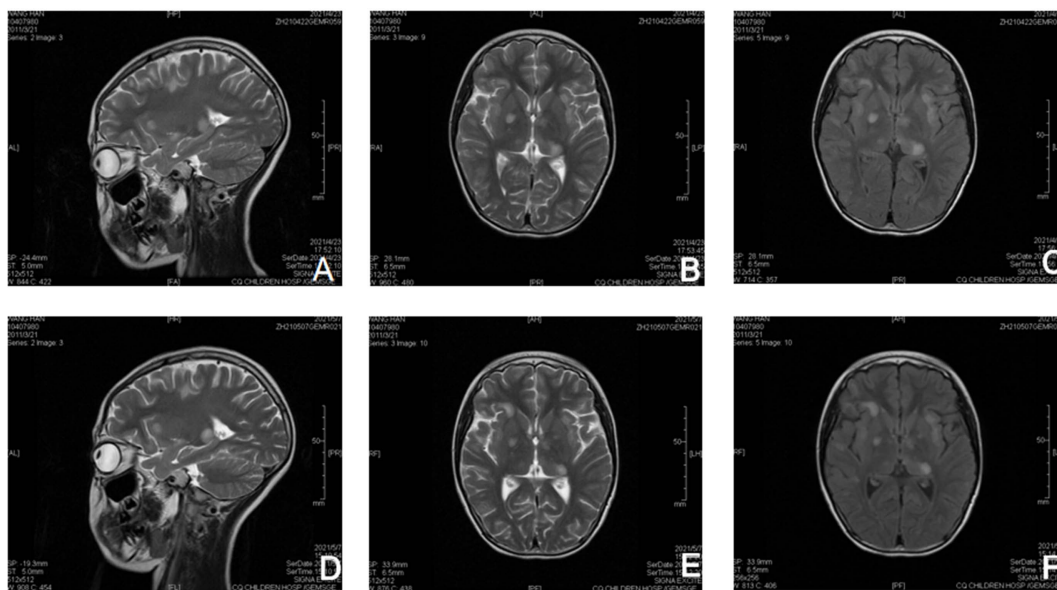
A, B, and C are pretreatment MRI images of the child, and D, E, and F are post-treatment review MRI images. All of them show extensive lesions in bilateral cerebral hemispheres, basal ganglia, thalamus, corpus callosum and brainstem, and the possibility of inflammatory demyelinating diseases is considered
